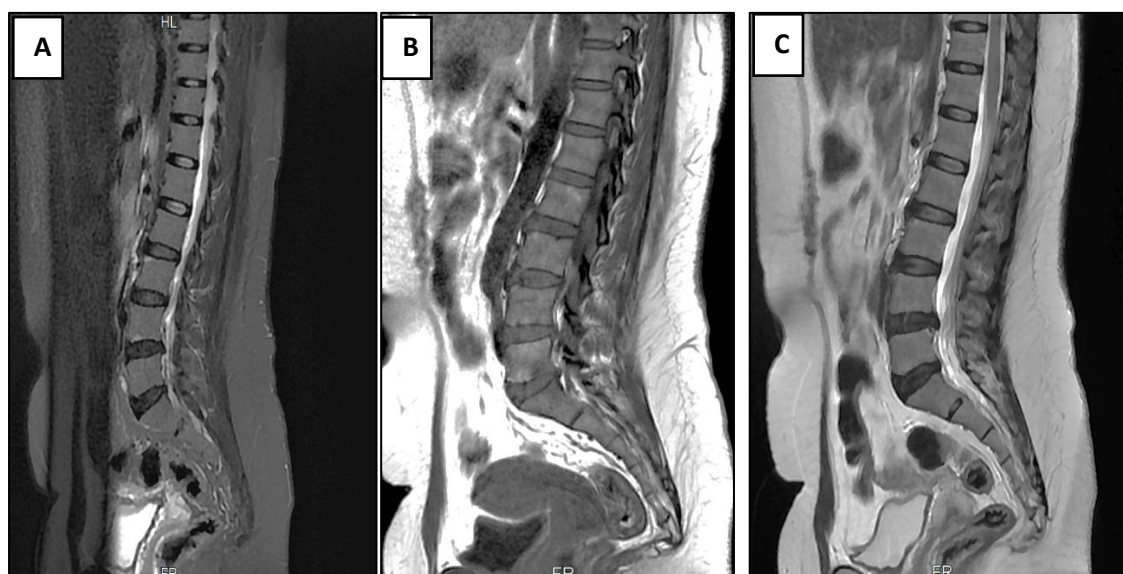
Images d'IRM du rachis lombaire en séquences sagittales STIR (A), T2 (B) et T1 (C) montrant des érosions des coins antéro-supérieurs de L3 et L4, associées à une anomalie de signal en hypersignal STIR au niveau de L3.
